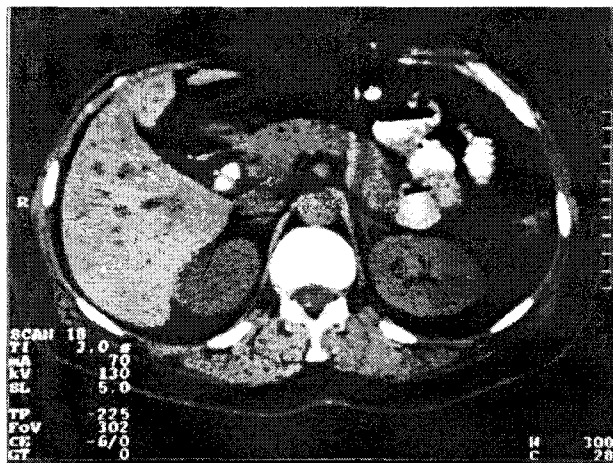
Tomografie computerizată: colecistită acută litiazică.
